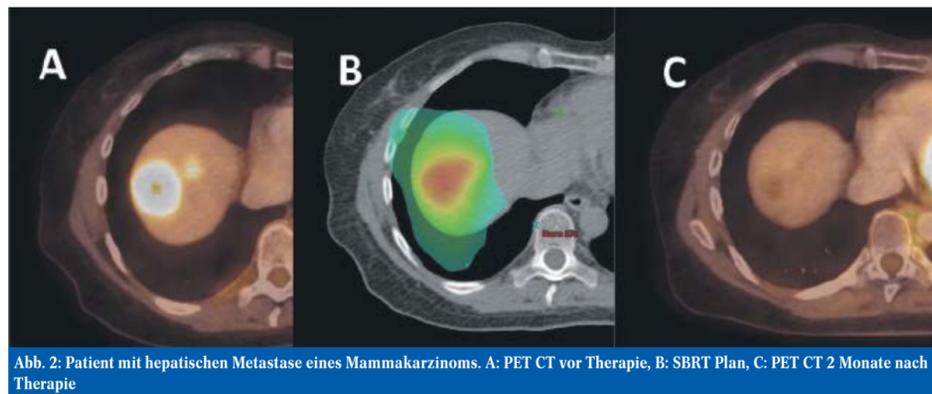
Patient mit hepatischen Metastase eines Mammakarzinoms. A: PET CT vor Therapie, B: SBRT Plan, C: PET CT 2 Monate nach Therapie
